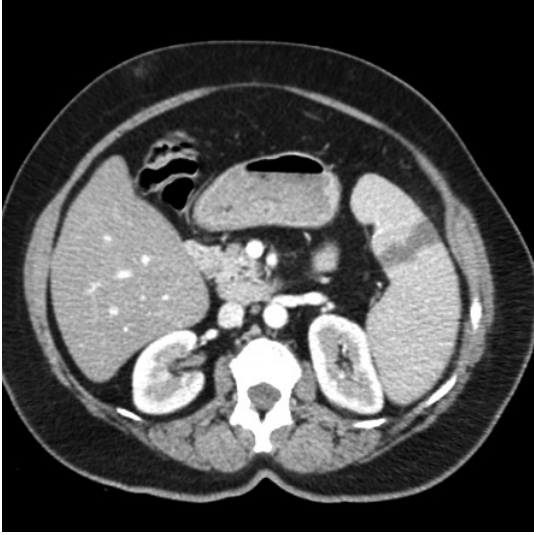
Splenomegaly and splenic infarct findings in Abdomen CT.
